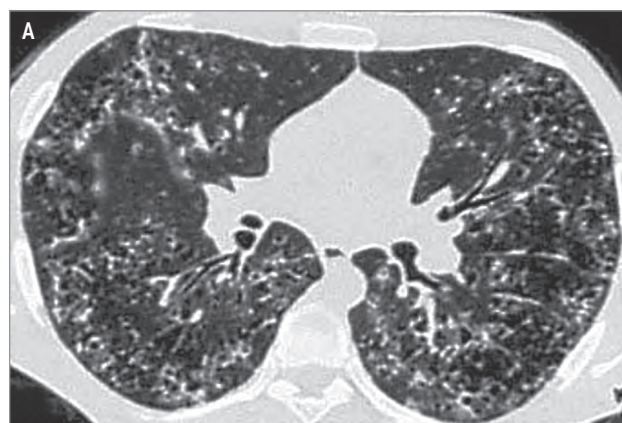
Динамика формирования изменений в легких у пациента с гистиоцитозом из клеток Лангерганса при компьютерной томографии: А – очаговая диссеминация и начальный этап формирования кист на ранней стадии заболевания; Б – фронтальная реконструкция; В – фрагмент компьютерной томограммы органов грудной клетки того же пациента спустя 12 лет после 10-летнего интенсивного курения
